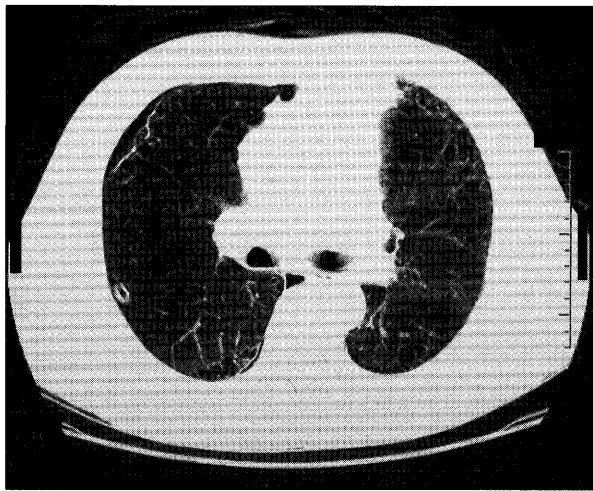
Chest CT showed pneumothorax on the right side and interstitial pneumonia with subpleural honeycomb lesions.
